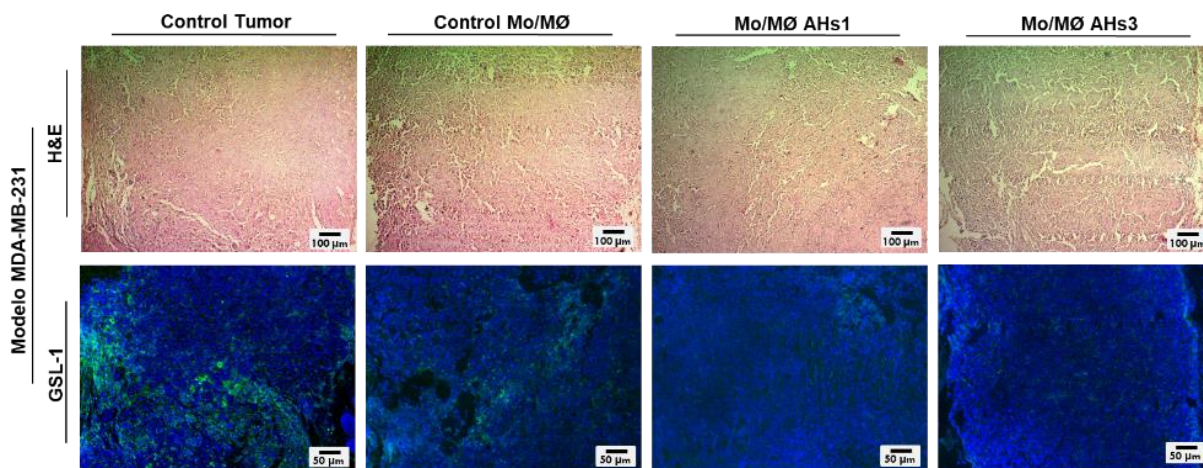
Análisis de la vasculatura tumoral. Se desarrolló un modelo tumoral in vivo, inoculando en ratones Nu/Nu células MDA-MB-231. Al tumor, luego, se les inyectó MO/MØ previamente tratados con AHs1 o AHs3. Los cortes histológicos de los tumores se fijaron y se tiñeron con GSL-1-FITC que detecta células endoteliales murinas (verde) y DAPI (azul, núcleos). Se analizó y graficó la intensidad de fluorescencia de GSL-1. (*) $p < 0,05$, () $p < 0,01$ y (*) $p < 0,001$, en comparación con el control de tumor (CT). UA: unidades arbitrarias.
